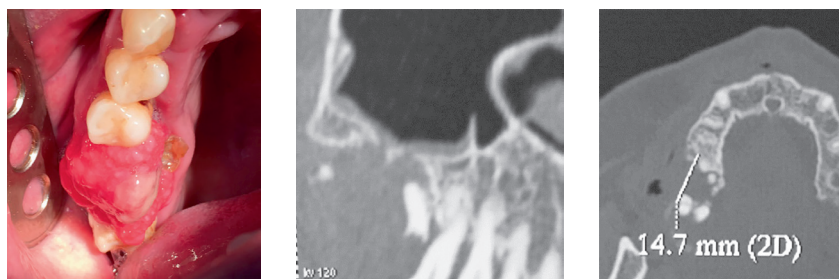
Периферическая гигантоклеточная гранулема верхней челюсти, компьютерные томограммы верхней челюсти
